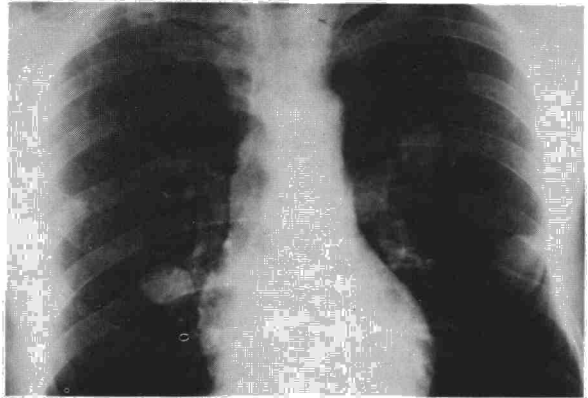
Crecimiento importante de las tres imágenes nodulares, dos meses después (radiografía posteroanterior).
